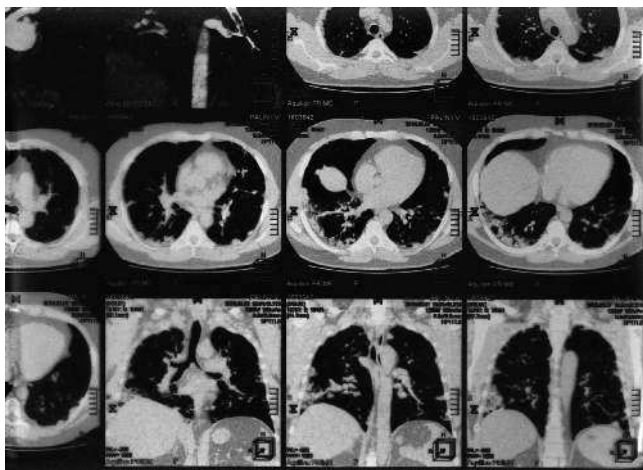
МСКТ больного П.
